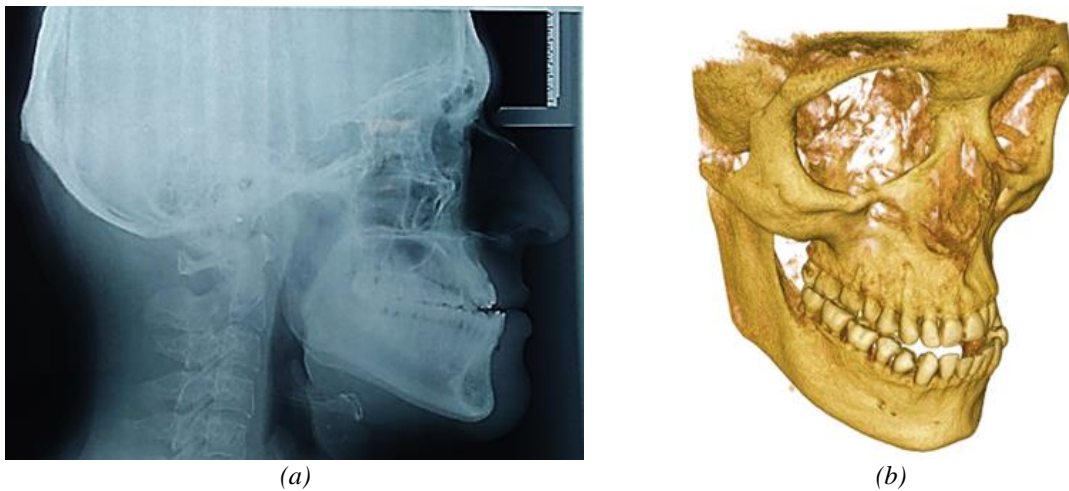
Información digital del paciente: a) radiografía lateral de cráneo, b) modelo 3D del cráneo del paciente.
